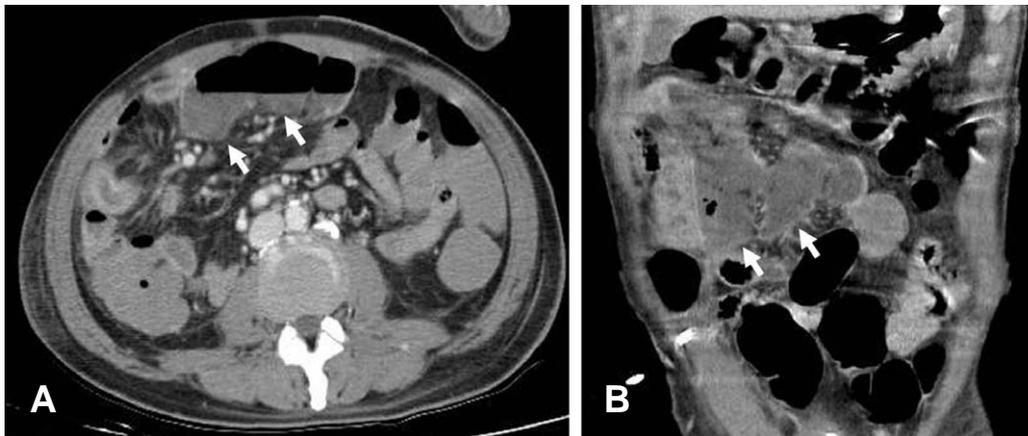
Follow-up abdominal CT scan with contrast demonstrates dilated, non-enhanced small bowel wall at day 25 of hospitalization (white arrows). (A) Axial view (B) Coronal view
